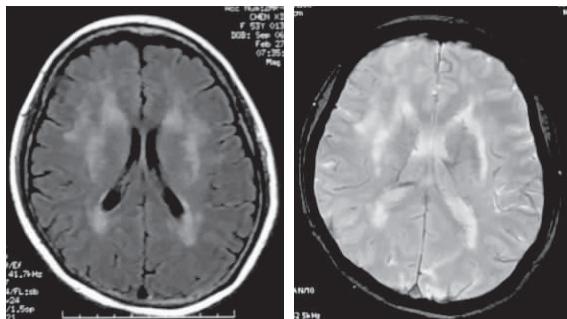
例 3 之头颅 MRI, 可见两侧颞极、丘脑见斑片状稍长 T₁、稍长 T₂信号, 双侧半卵圆中心、侧脑室旁、基底节、脑干见多发斑片状稍长 T₁、稍长 T₂信号
